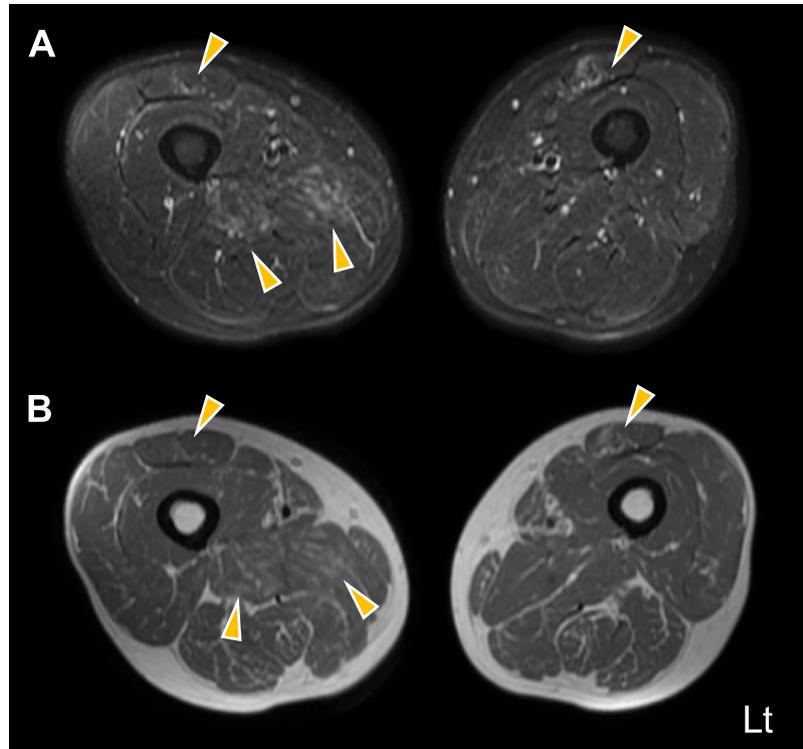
Muscle MRI of bilateral thighs on admission.
